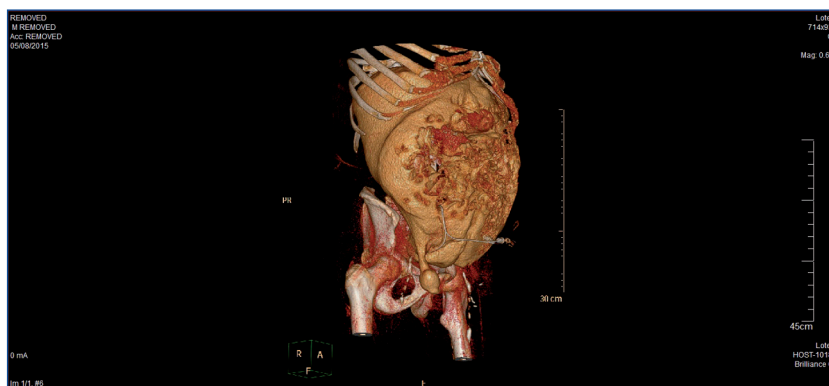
Reconstrucción volumétrica de peritoneografía con tomografía computarizada.
